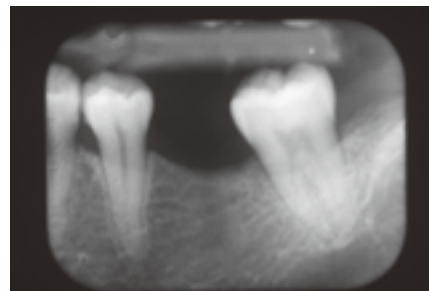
同左側X線写真。両隣在歯にう蝕は認められない。十分な埋入深さを得るため下顎管の位置を考慮してやや遠心傾斜に埋入することとした。
